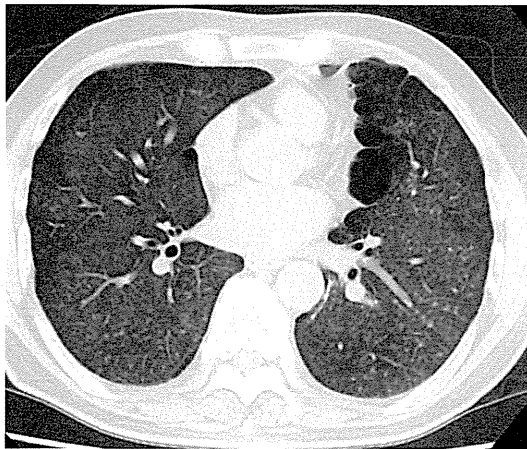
肺野 HRCT 小葉中心性すりガラス影および粒状影
